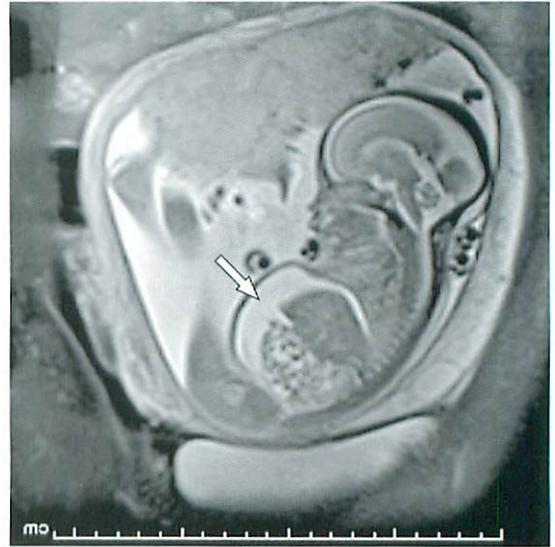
T2-weighted MR image at 24 weeks' gestation shows fetal ascites (white arrow).
